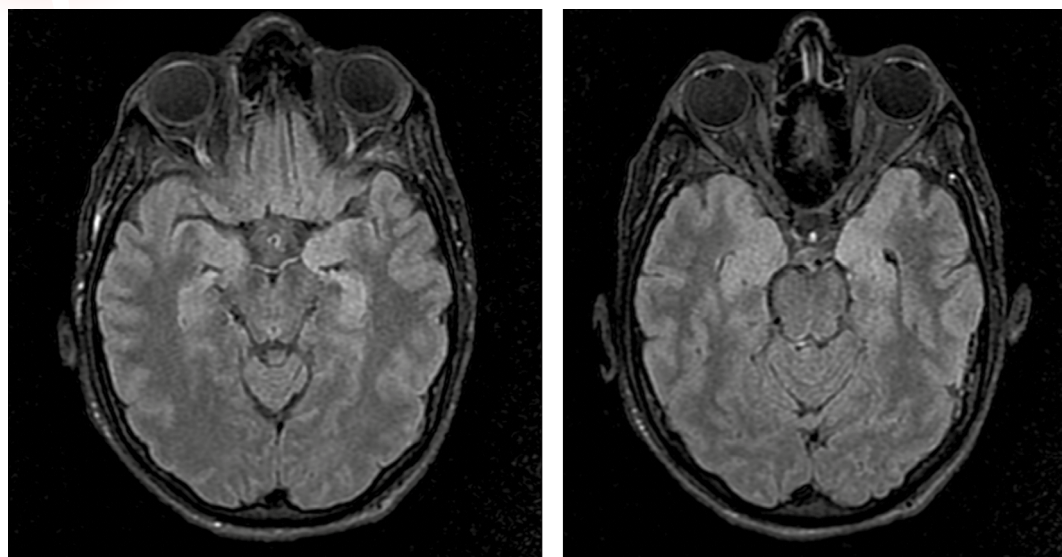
RM en secuencias FLAIR que muestra hiperintensidad hipocampal bilateral.
